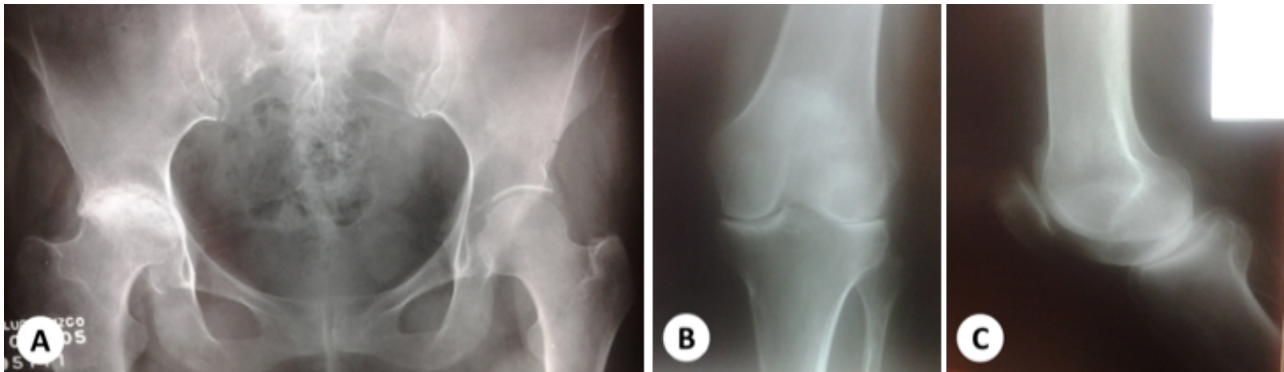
A: Radiografía antero-posterior de pelvis, muestra coxoartrosis de cadera derecha. B: Radiografía de rodilla muestra gonoartrosis de rodilla izquierda. C: Signo de pinzamiento y esclerosis en rodilla izquierda.
